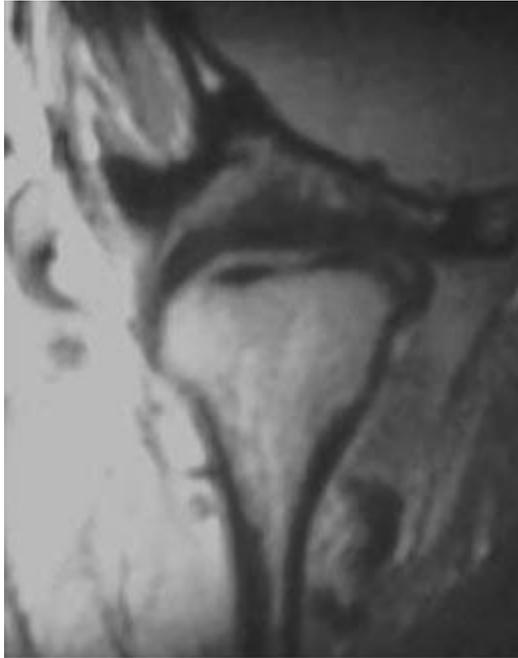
Coupe frontale par IRM de l'ATM (57)
